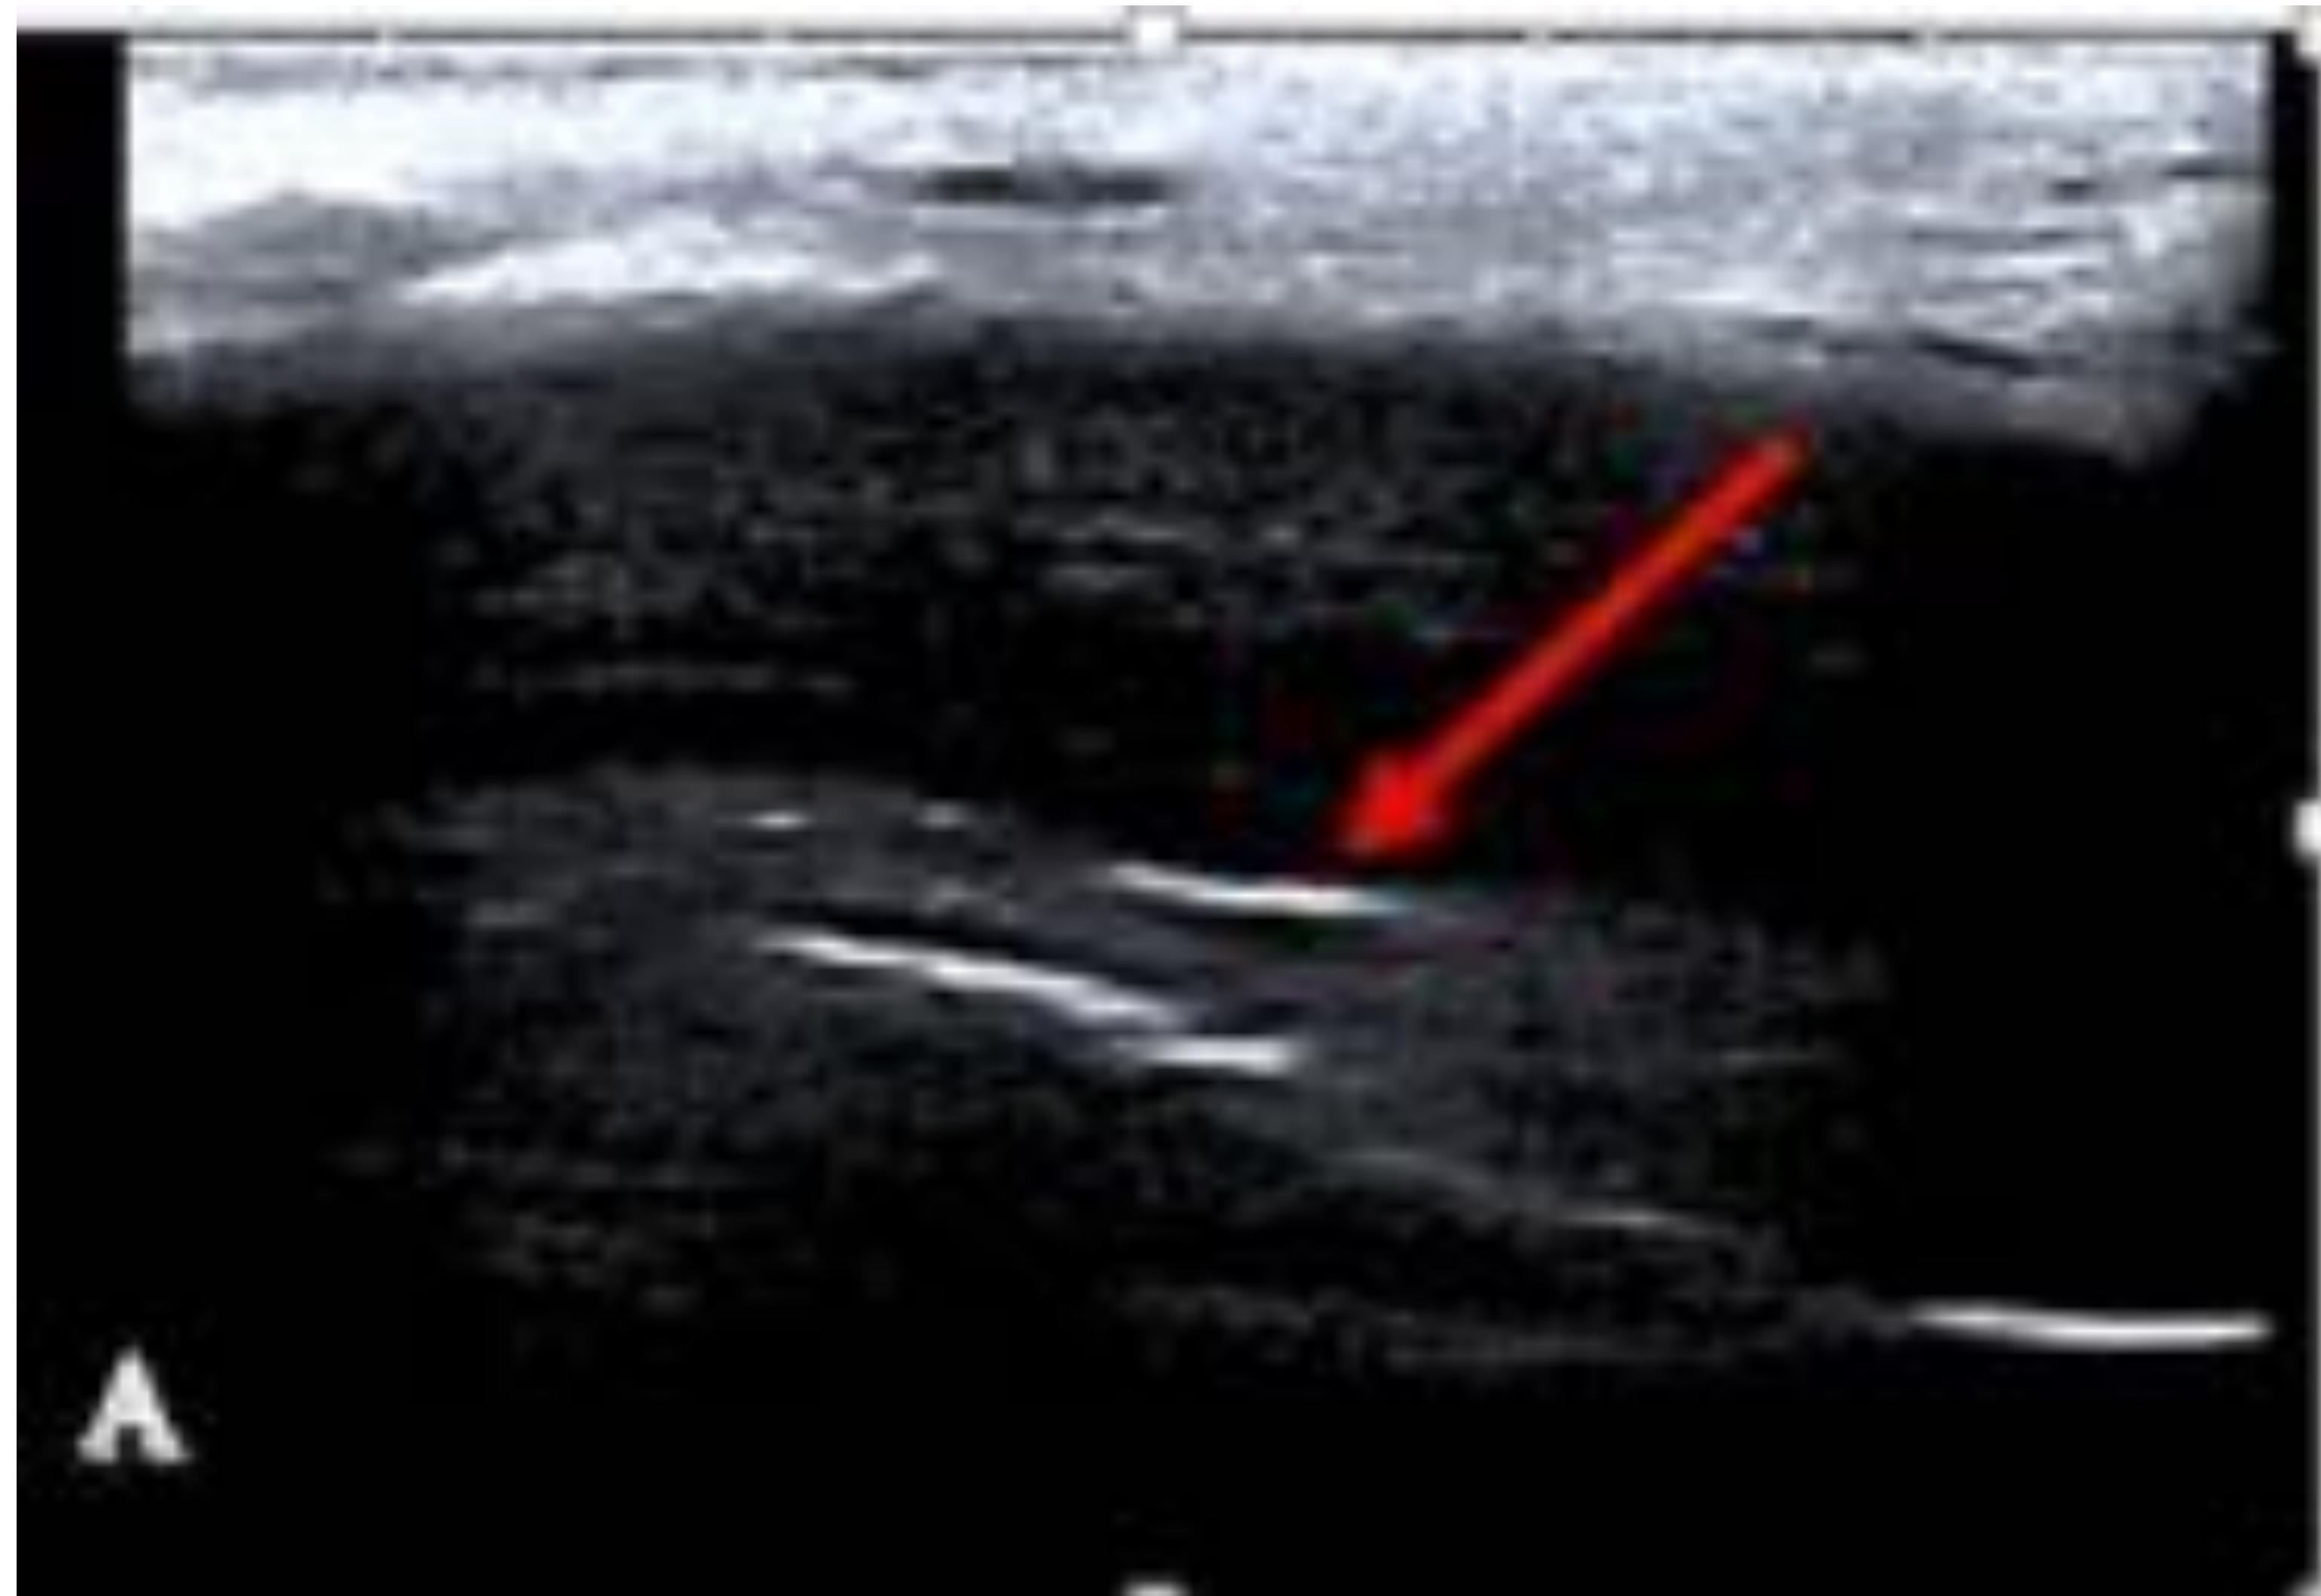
Ecografía en modo B (figuras A, B y C), modo Doppler color y pulso (figura D). Cuerpo cavernoso (cc), coloreado .
